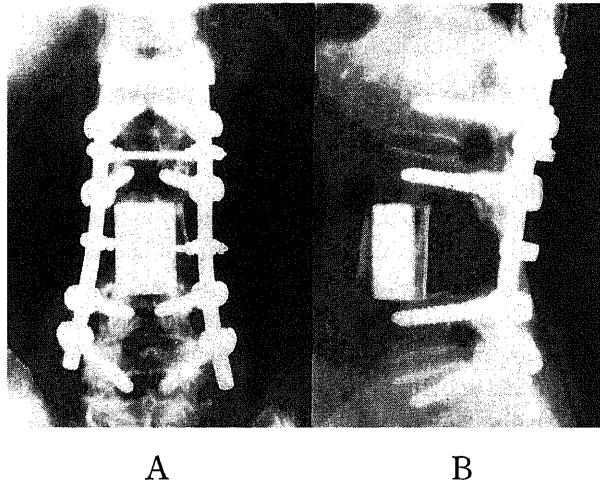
Plain radiographs of the reconstructed spine after total en bloc spondylectomy in a patient with solitary cancer metastasis in the third lumbar vertebra. (A) Anterior-posterior view. (B) Lateral view.
